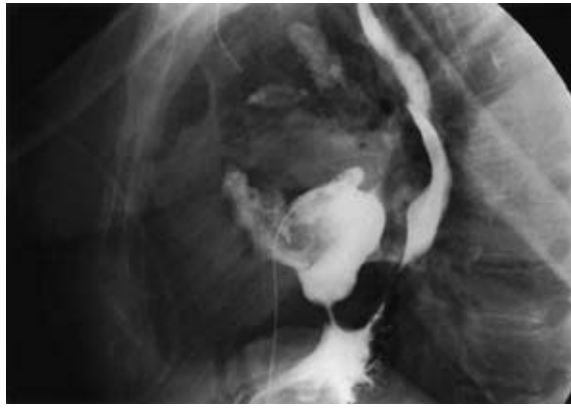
The contrast radiography demonstrates soluble contrast medium escaping into the left thoracic space (lateral view).
